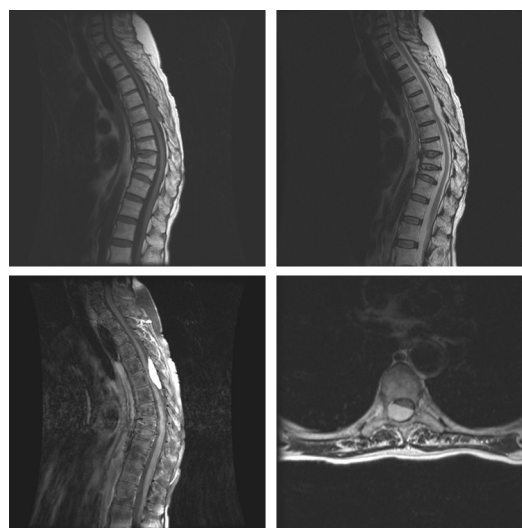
Superior izquierda: corte sagital en secuencia T1 de resonancia magnética (RM), en el que se identifica una lesión epidural, que ocupa varios niveles y se muestra isointensa en la secuencia T1 de RM. Fracturas osteoporóticas en 3 cuerpos vertebrales a distancia. Superior derecha: la lesión es hiperintensa en la secuencia T2 de RM (corte sagital). Inferior izquierda: se confirma la captación de contraste en la RM (corte sagital). Inferior derecha: corte axial de RM, secuencia T1 con contraste, que demuestra la compresión medular causada por el angioma cavernoso.
